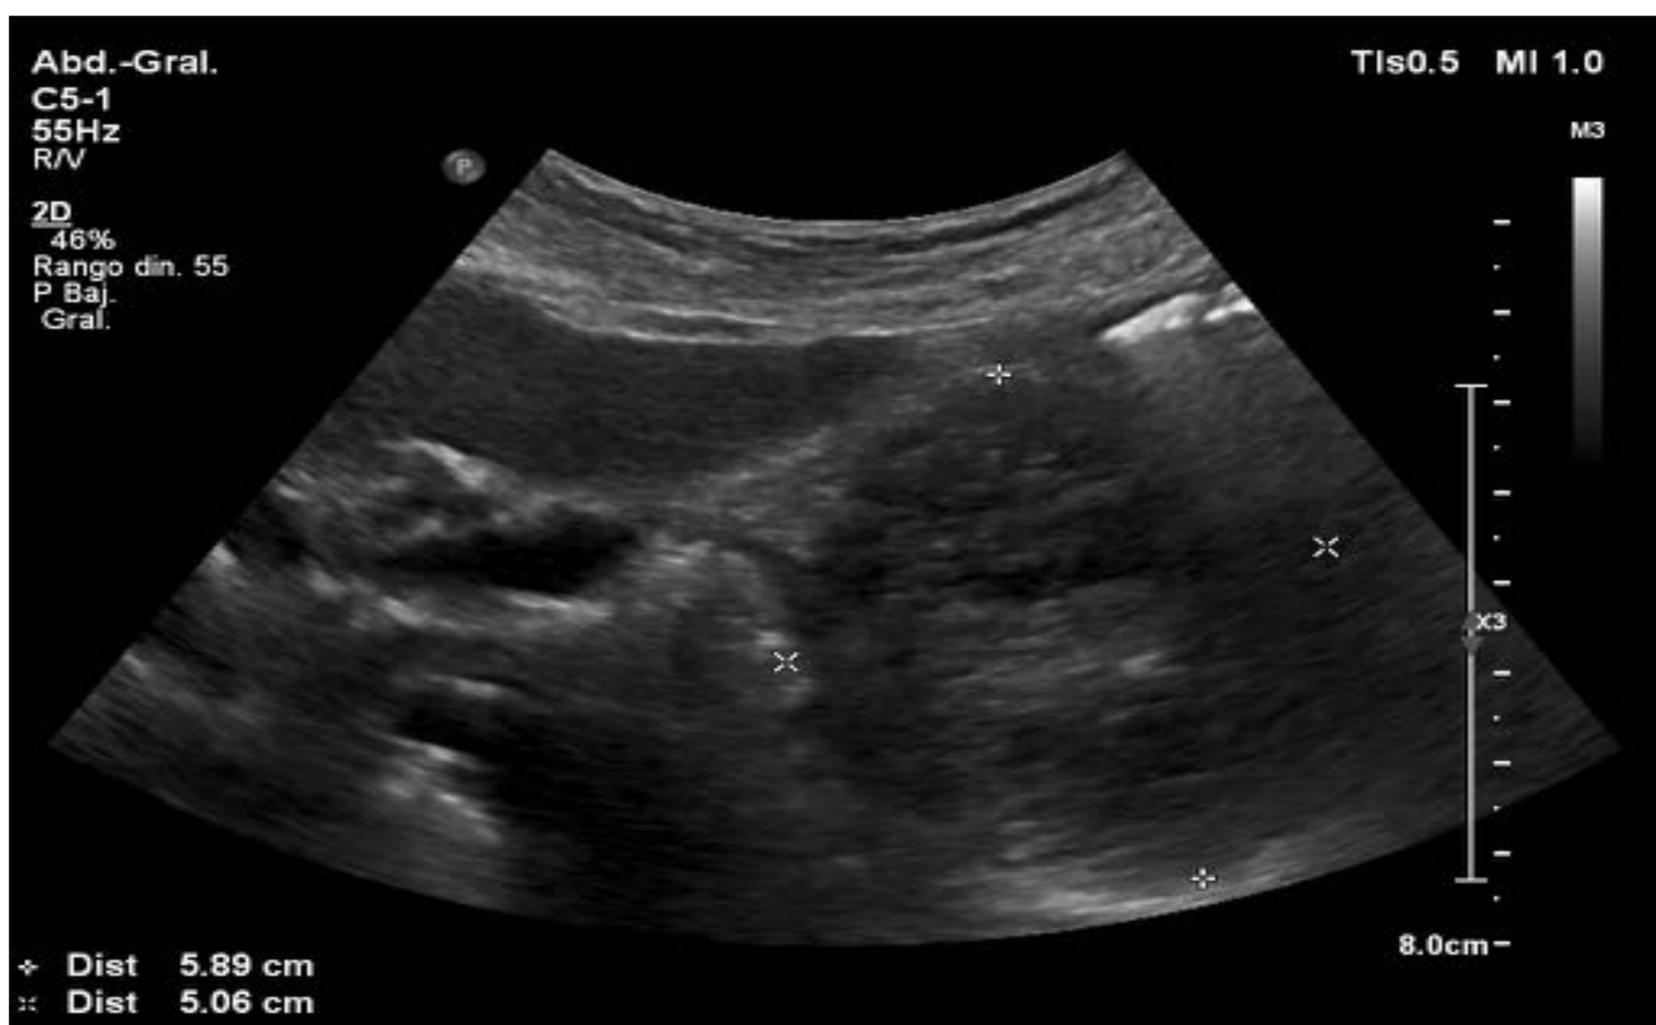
Imagen de una ecografía abdominal ambulatoria en la que de manera incidental se observa la presencia de un cistoadenoma seroso microquístico en cabeza pancreática.
